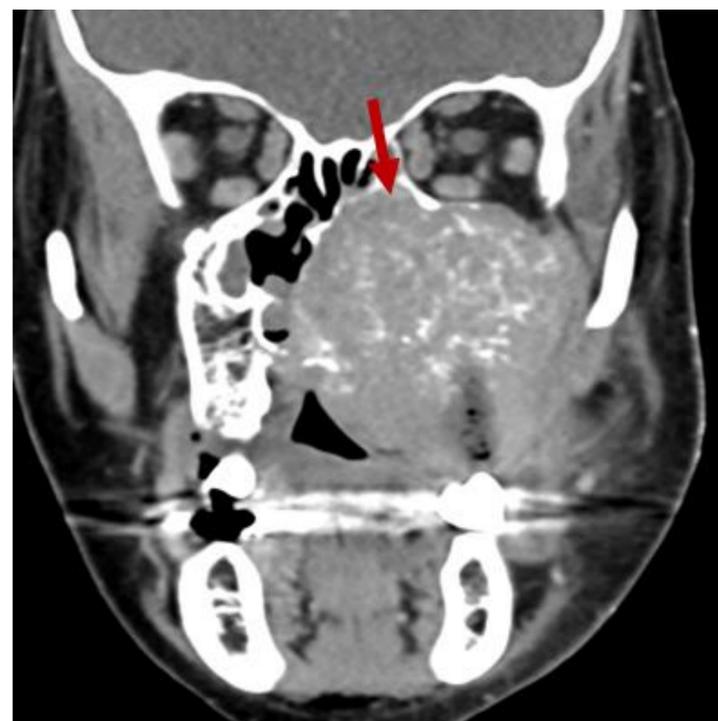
TAC coronal con contraste. Invasión del conducto nasolagrimal. Carcinoma escamoso no queratinizante
